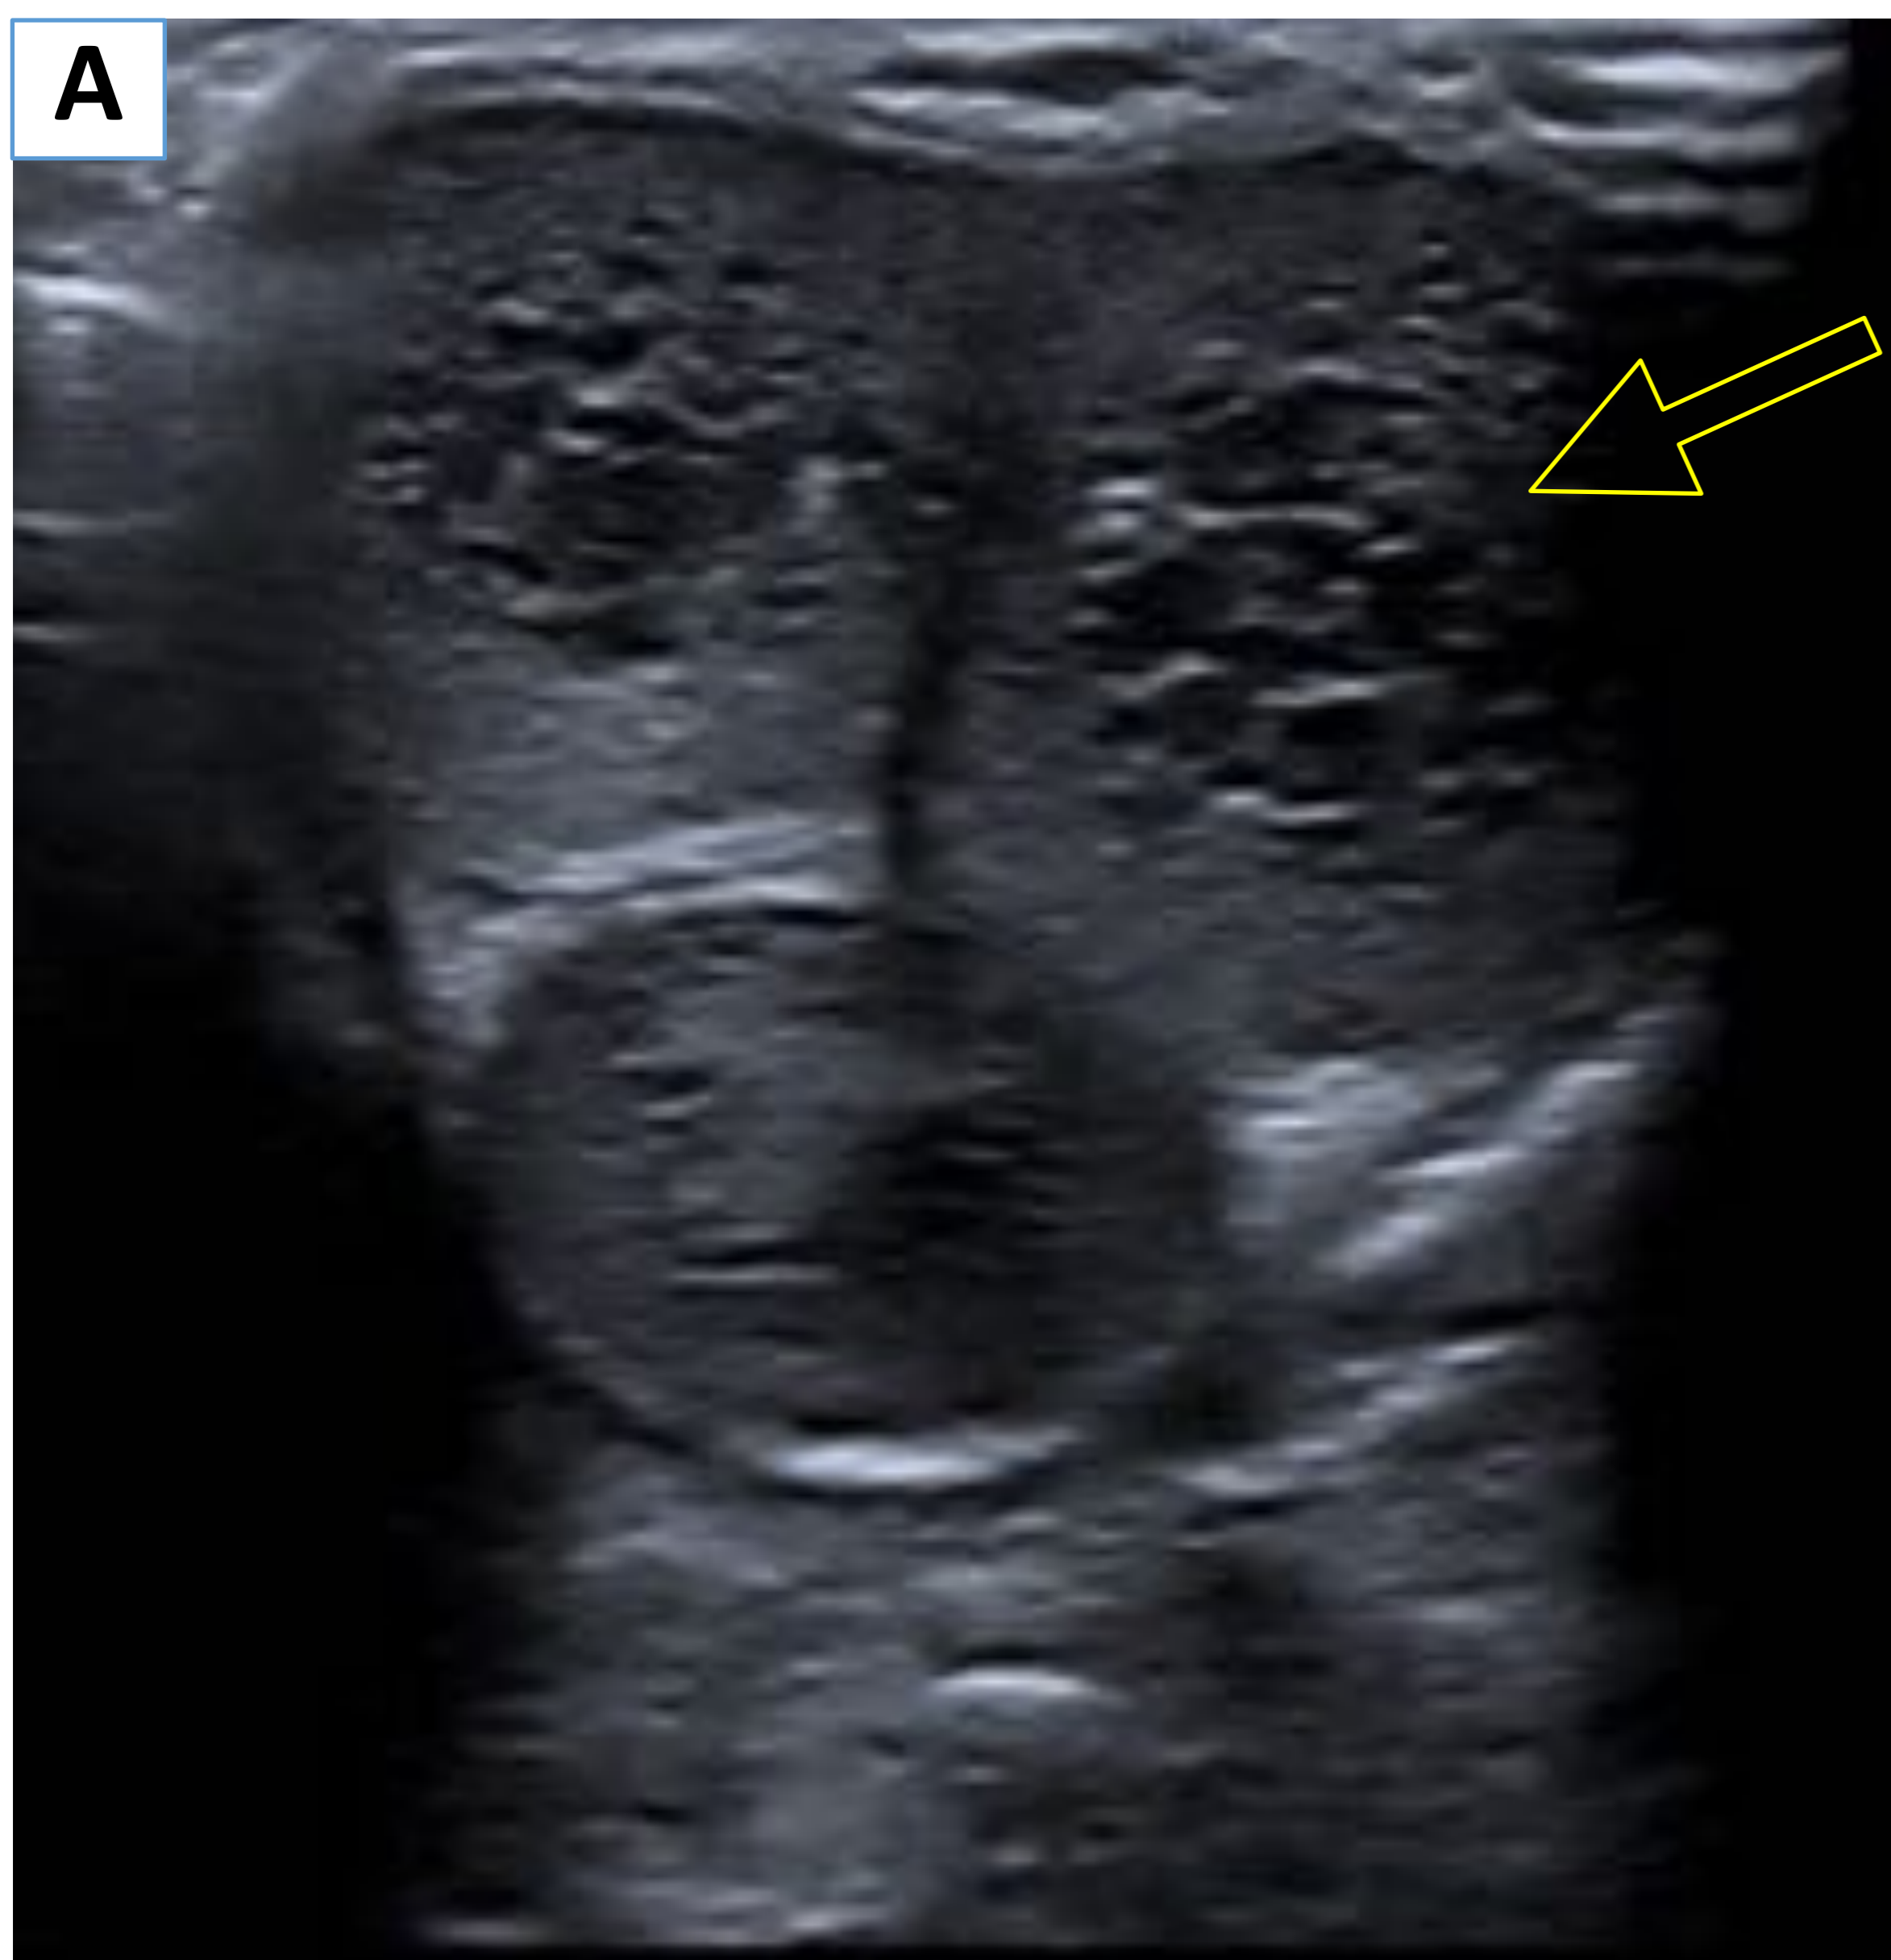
Varón de 49 años consumidor de cocaína que acude al hospital por cuadro de erección dolorosa de 10 horas de duración. Ecografía modo B (A) y con técnica Doppler (B): Sinusoides venosos ingurgitados en ambos cuerpos cavernosos (→). El estudio Doppler espectral en la arteria cavernosa muestra unas velocidades sistólica y diastólica bajas, con un patrón de flujo de alta resistencia, hallazgos compatibles con priapismo de origen isquémico o de bajo flujo.
